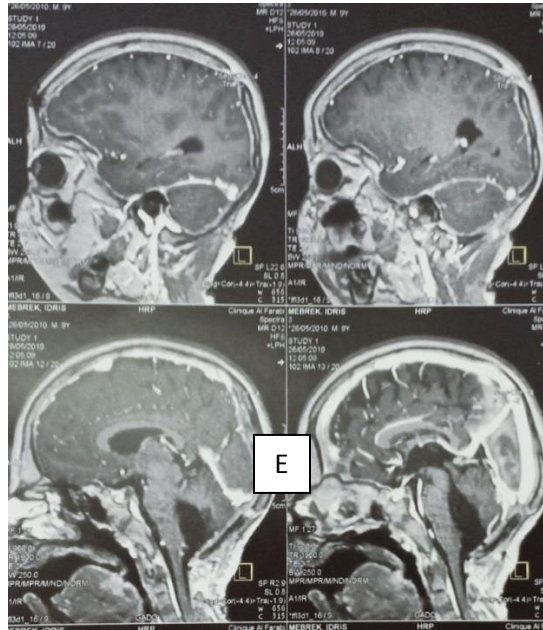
E): IRM cérébrale coupe sagittale post opératoire exérèse totale.
